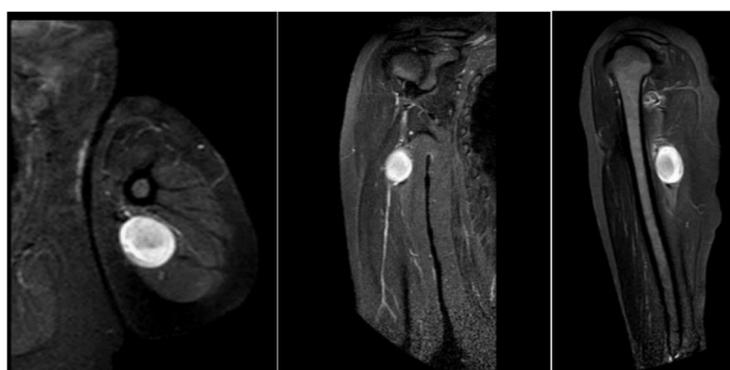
Resonancia magnética del miembro superior izquierdo en tiempo STIR.
